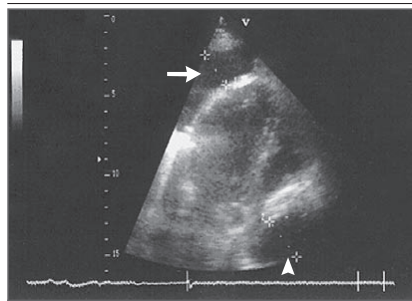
Transthoracic Two-Dimensional Echocardiogram. A subxiphoid view shows circumferential pericardial effusion (arrow) associated with left pleural effusion (arrowhead).
